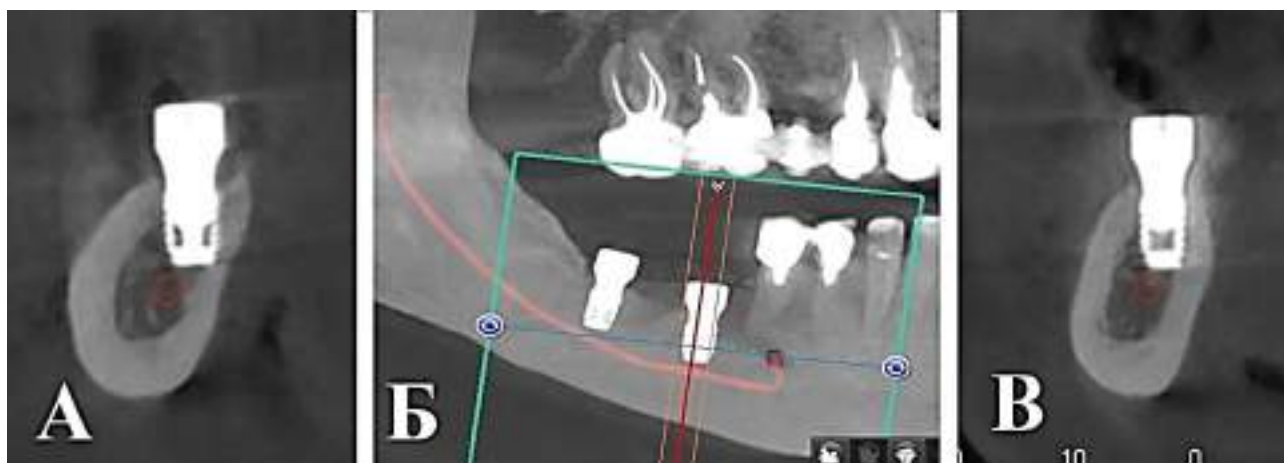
Комп'ютерно-томографічний аналіз після інсталяції субкортикальних імплантатів:
